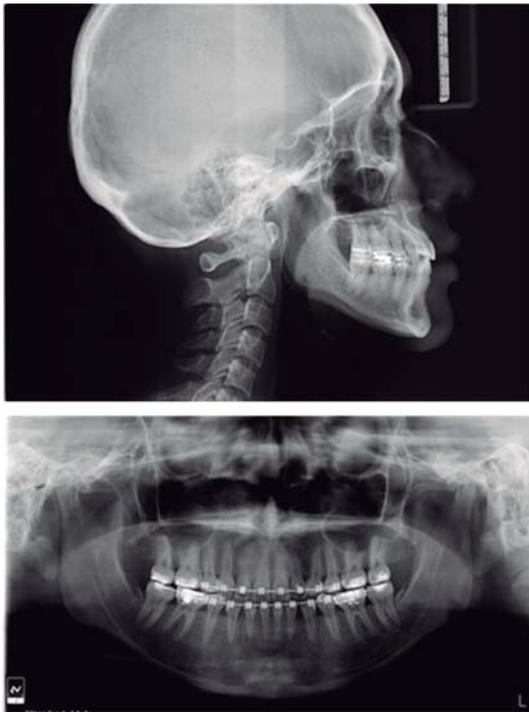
Radiografías finales.
